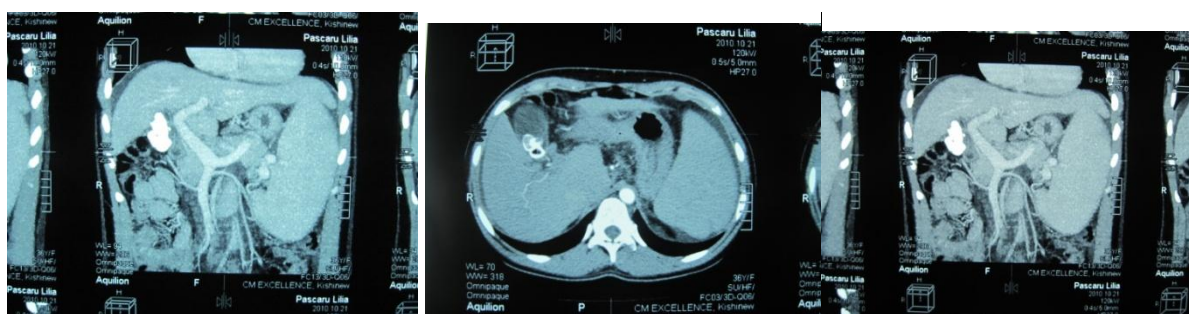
CT- imagine: colaterale porto-cave decompressive
